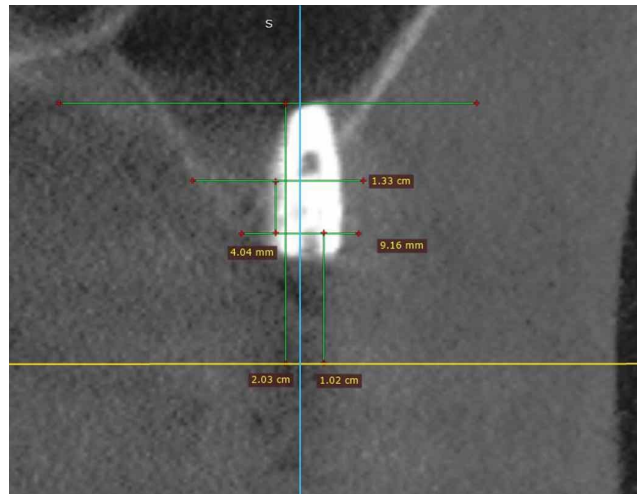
Corte coronal de CBCT en control postoperatorio (T1), en el cual se muestran las nuevas mediciones realizadas en sentido vertical y horizontal, en relación con el eje mayor del implante.
